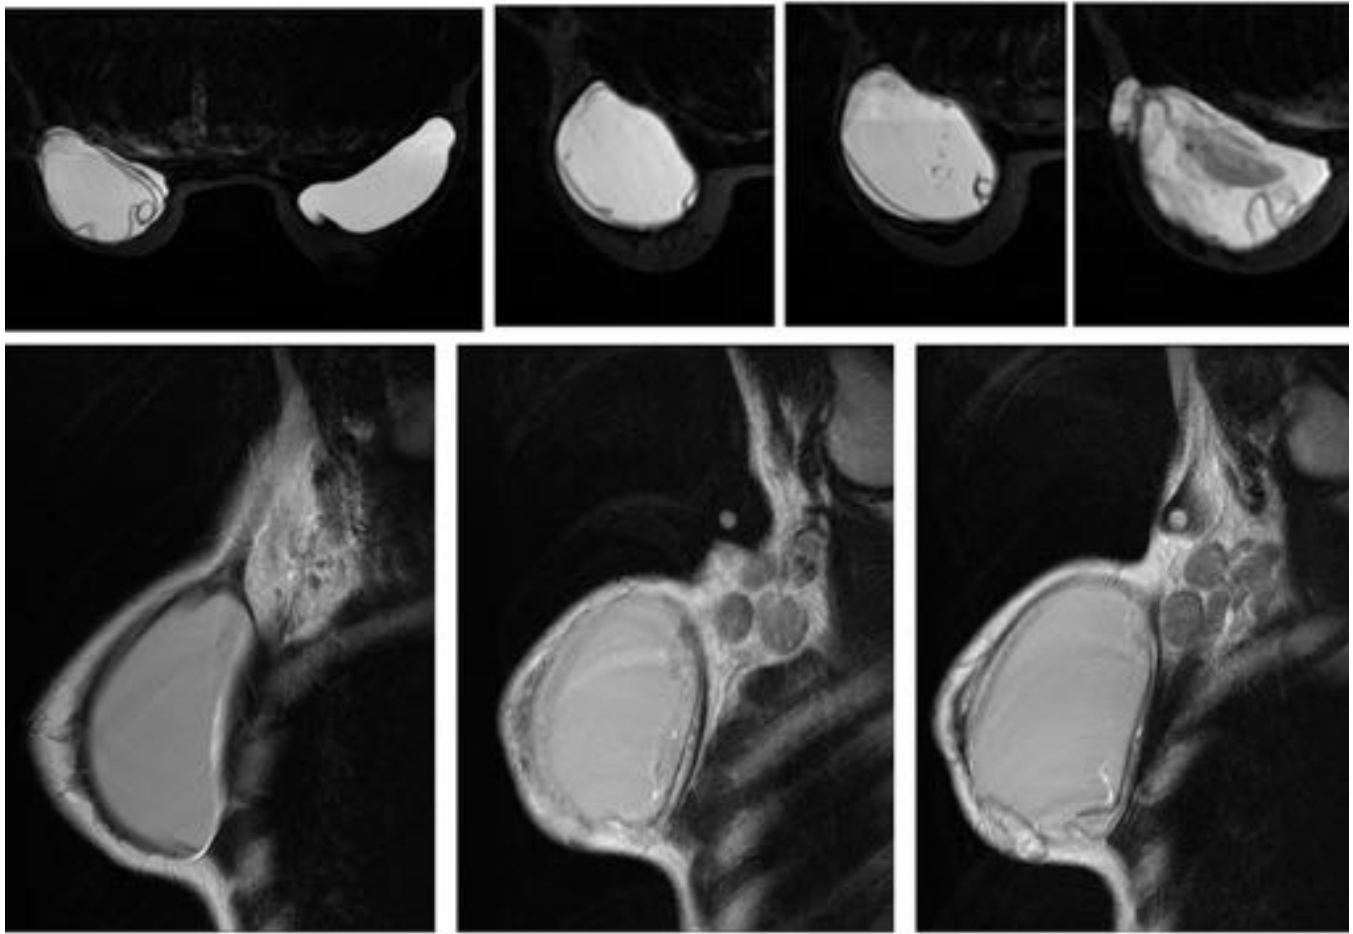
Arriba: imágenes por RM de secuencia axial con supresión de grasa y agua que muestran una rotura protésica extracapsular con silicona periimplante y varios signos radiológicos de rotura intracapsular. Abajo: imágenes por RM de secuencia TSE T2 sagital en la misma paciente revelan la presencia de silicona en los ganglios axilares.
